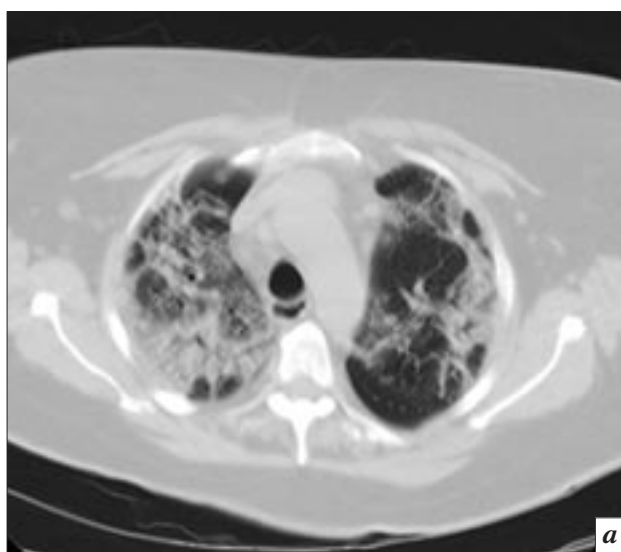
Компьютерные томограммы пациента К.: а, б – в обоих легких определяются обширные зоны утолщения и деформации внутридольковых и междольковых перегородок с участками уплотнения легочной ткани и грубого линейного фиброза.
